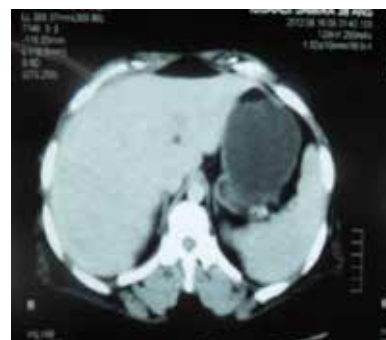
TDM abdominale après l'injection : rehaussement modéré après injection de produit de contraste.
